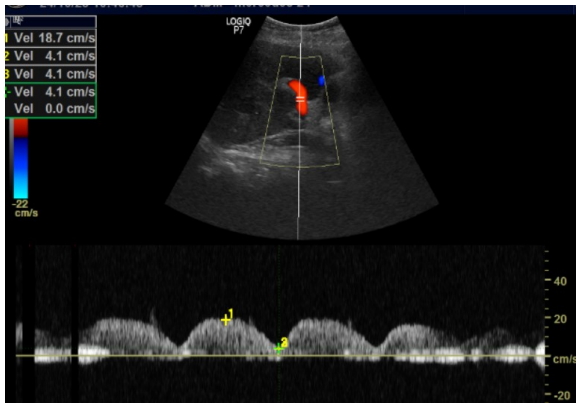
Eco-doppler de vena porta. Muestra un patrón hepatópeto con pulsatilidad superior al 50%.
